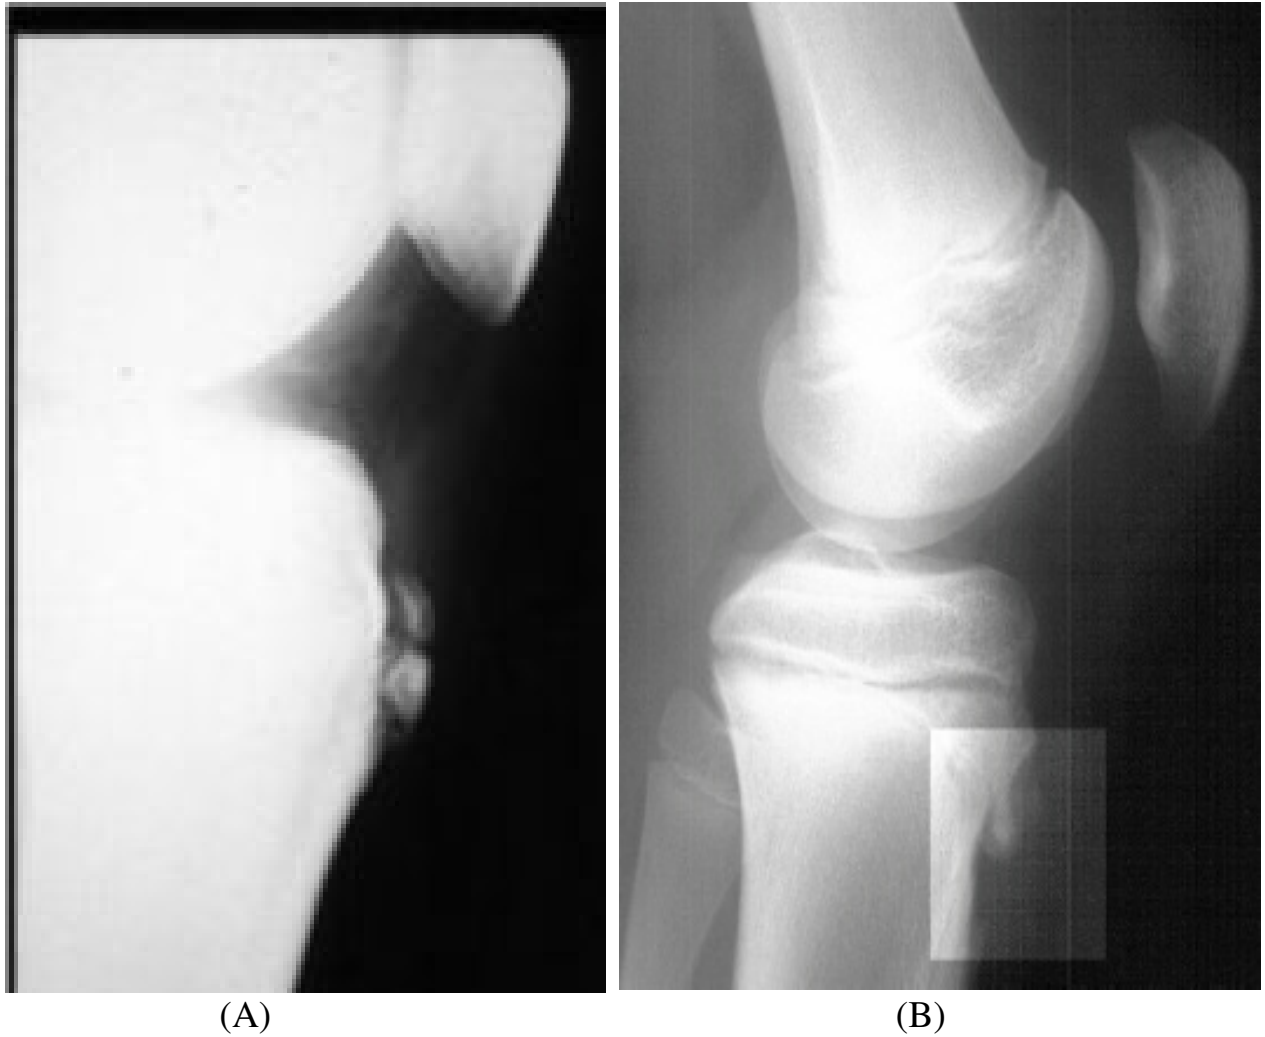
Aspect fragmenté de la TTA à la radiographie standard (A et B) [14]
